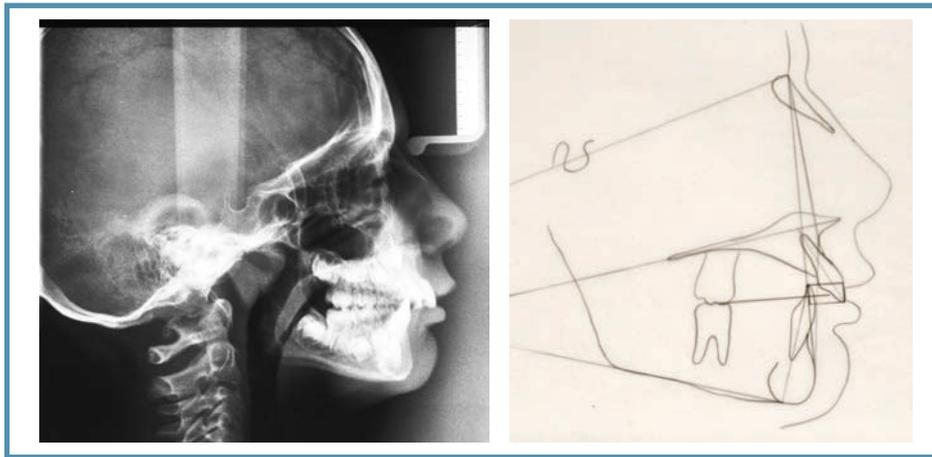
Teleradiografia e studio cefalometrico fase iniziale
